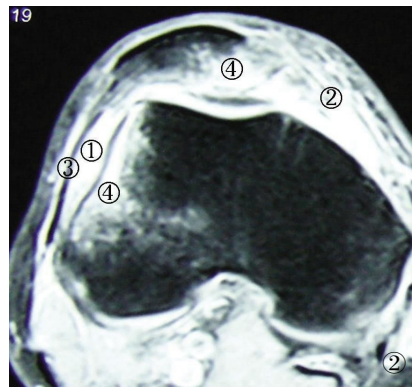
右髌骨急性脱位后的 MRI 表现:①关节肿胀,是积血所致;②内侧关节囊片状的高信号影,由于内侧关节囊和 MPFL 撕裂形成的血肿;③外侧关节囊和外侧支持带信号连续;④髌骨内侧和股骨外髁外侧高信号影均是骨挫伤(对吻伤)
